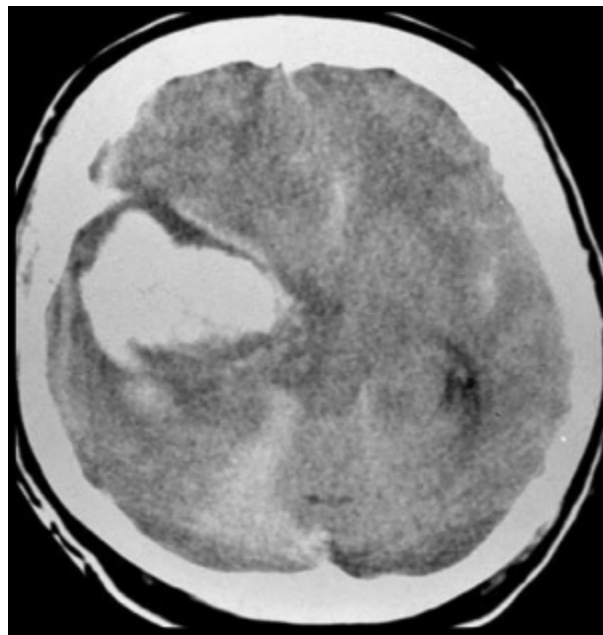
TDM cérébral montre un hématome temporel droit avec hémorragie méningée et l'œdème cérébrale après rupture d'un anévrysme de l'artère cérébrale moyenne, réalisant une compression des citernes basales et des pédoncules cérébraux.
